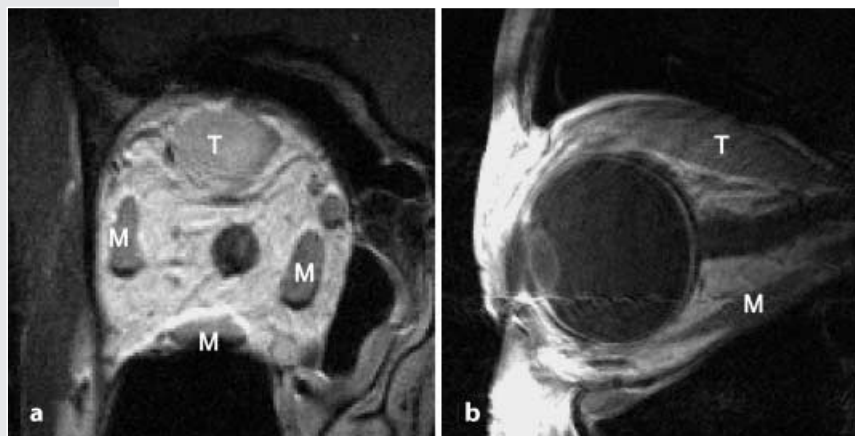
b ▲ Myositis (Augenmuskulatur). a MRT T1-Gewichtung nach intravenöser Kontrastmittelapplikation, koronar, deutliche Verdickung des M. rectus superior. b MRT T1-Gewichtung nach intravenöser Kontrastmittelapplikation, sagittal, Vergrößerung des entzündlich veränderten Muskels im gesamten Verlauf (inklusive Sehne). M Augenmuskulatur, T Tumor
